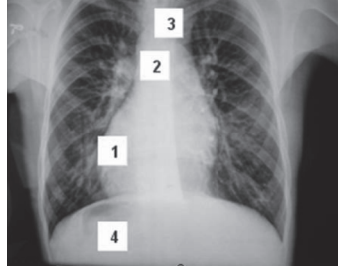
Posteroanterior chest radiograph showed that the cardiac apex points to right(1). A right-sided aortic arch(2) is associated with slight deviation of the trachea(3) to the left. The stomach bubble(4) is visible in the right upper quadrant.
